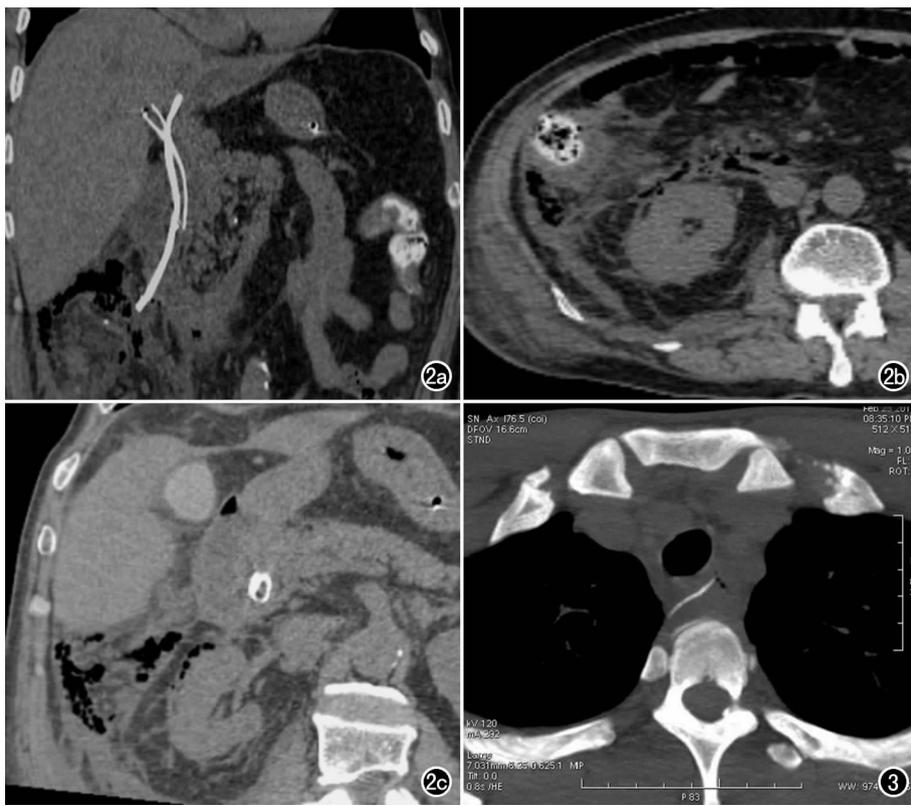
胆道引流管移位导致十二指肠降部穿孔。a) 矢状面重组示胆道引流管左支移位穿透十二指肠降部对侧壁(箭); b) 横轴面图像示右侧肾前间隙可见少许散在游离气体(箭), 右侧肾前筋膜及肾后筋膜明显增厚, 右侧肾前间隙及肾周间隙脂肪浸润; c) MPR 图像示右侧肾前间隙可见少许散在游离气体(长箭), 右侧肾前筋膜及肾后筋膜明显增厚(短箭), 右侧肾前间隙及肾周间隙脂肪浸润。图3 CT横轴面扫描示气管后方一线状高密度影(箭)从食管侧壁穿破, 周围有血肿, 食管壁明显增厚。
